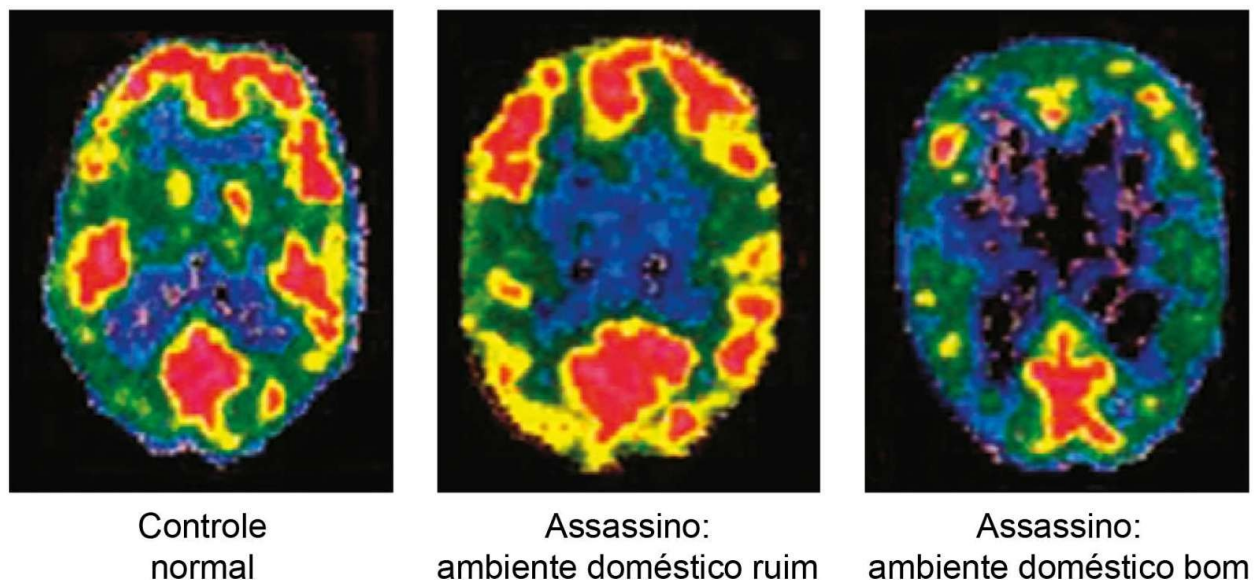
Visão panorâmica de PET scan mostrando funcionalmente pré-frontal (topo da imagem) reduzido em assassino proveniente de ambiente doméstico bom. As cores vermelho e amarelo indicam alto funcionamento cerebral.
